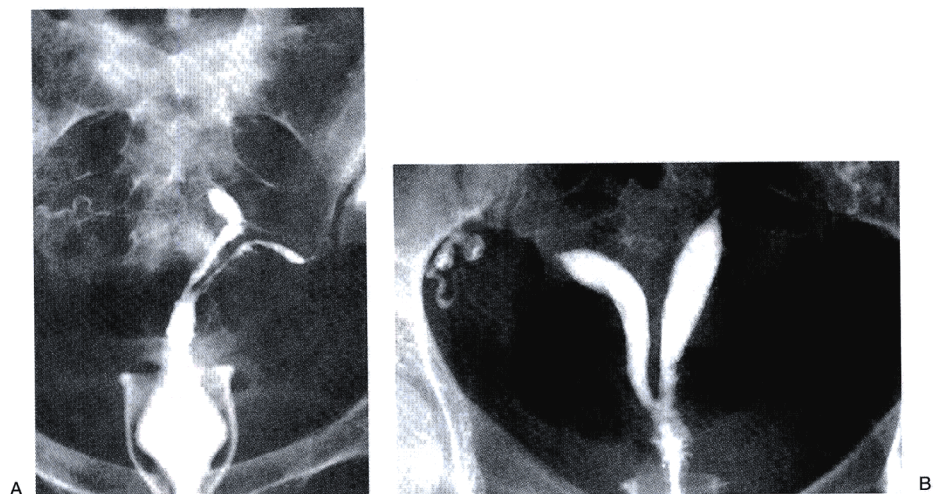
(A)子宫X线片提示为双角子宫。宫腔镜检查证实其为一长的中央性粘连延伸至宫底部。(B)完全中隔的子宫X线片。(C)宫腔镜检查见中隔恰在子宫颈内口水平。
